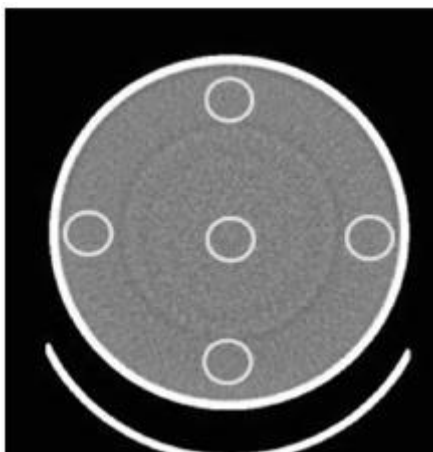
Posicionamento das ROI para medição de ruído e uniformidade do número de TC.
